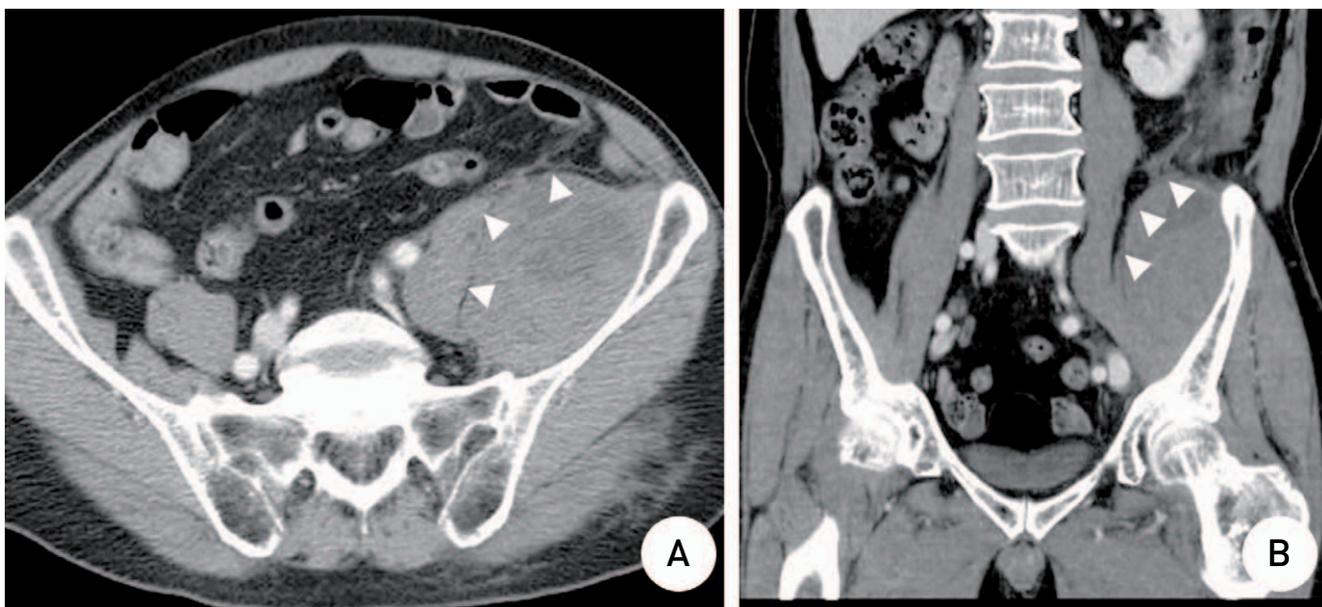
The abdominal and pelvic computed tomographic angiography. Axial (A) and sagittal (B) images revealing a hematoma in the left iliacus muscle (white arrowheads).
